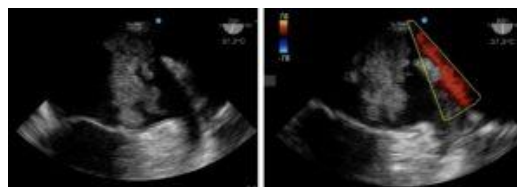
A la izquierda se aprecia la masa a la salida de la vena pulmonar superior izquierda (asterisco), sin causar obstrucción. Orejuela izquierda libre (flecha). A la derecha Doppler color de la vena pulmonar.
